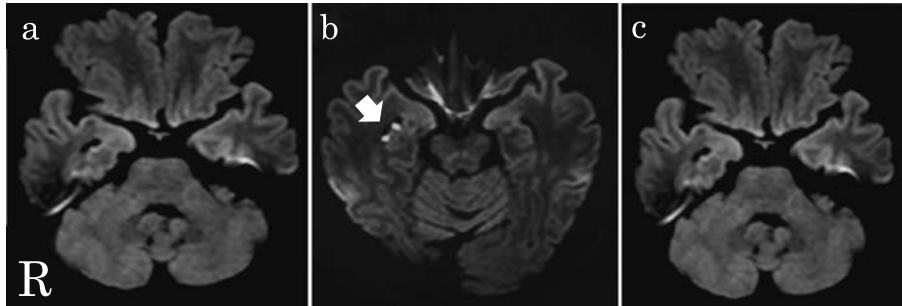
頭部 MRI 拡散強調画像所見の経時的変化
